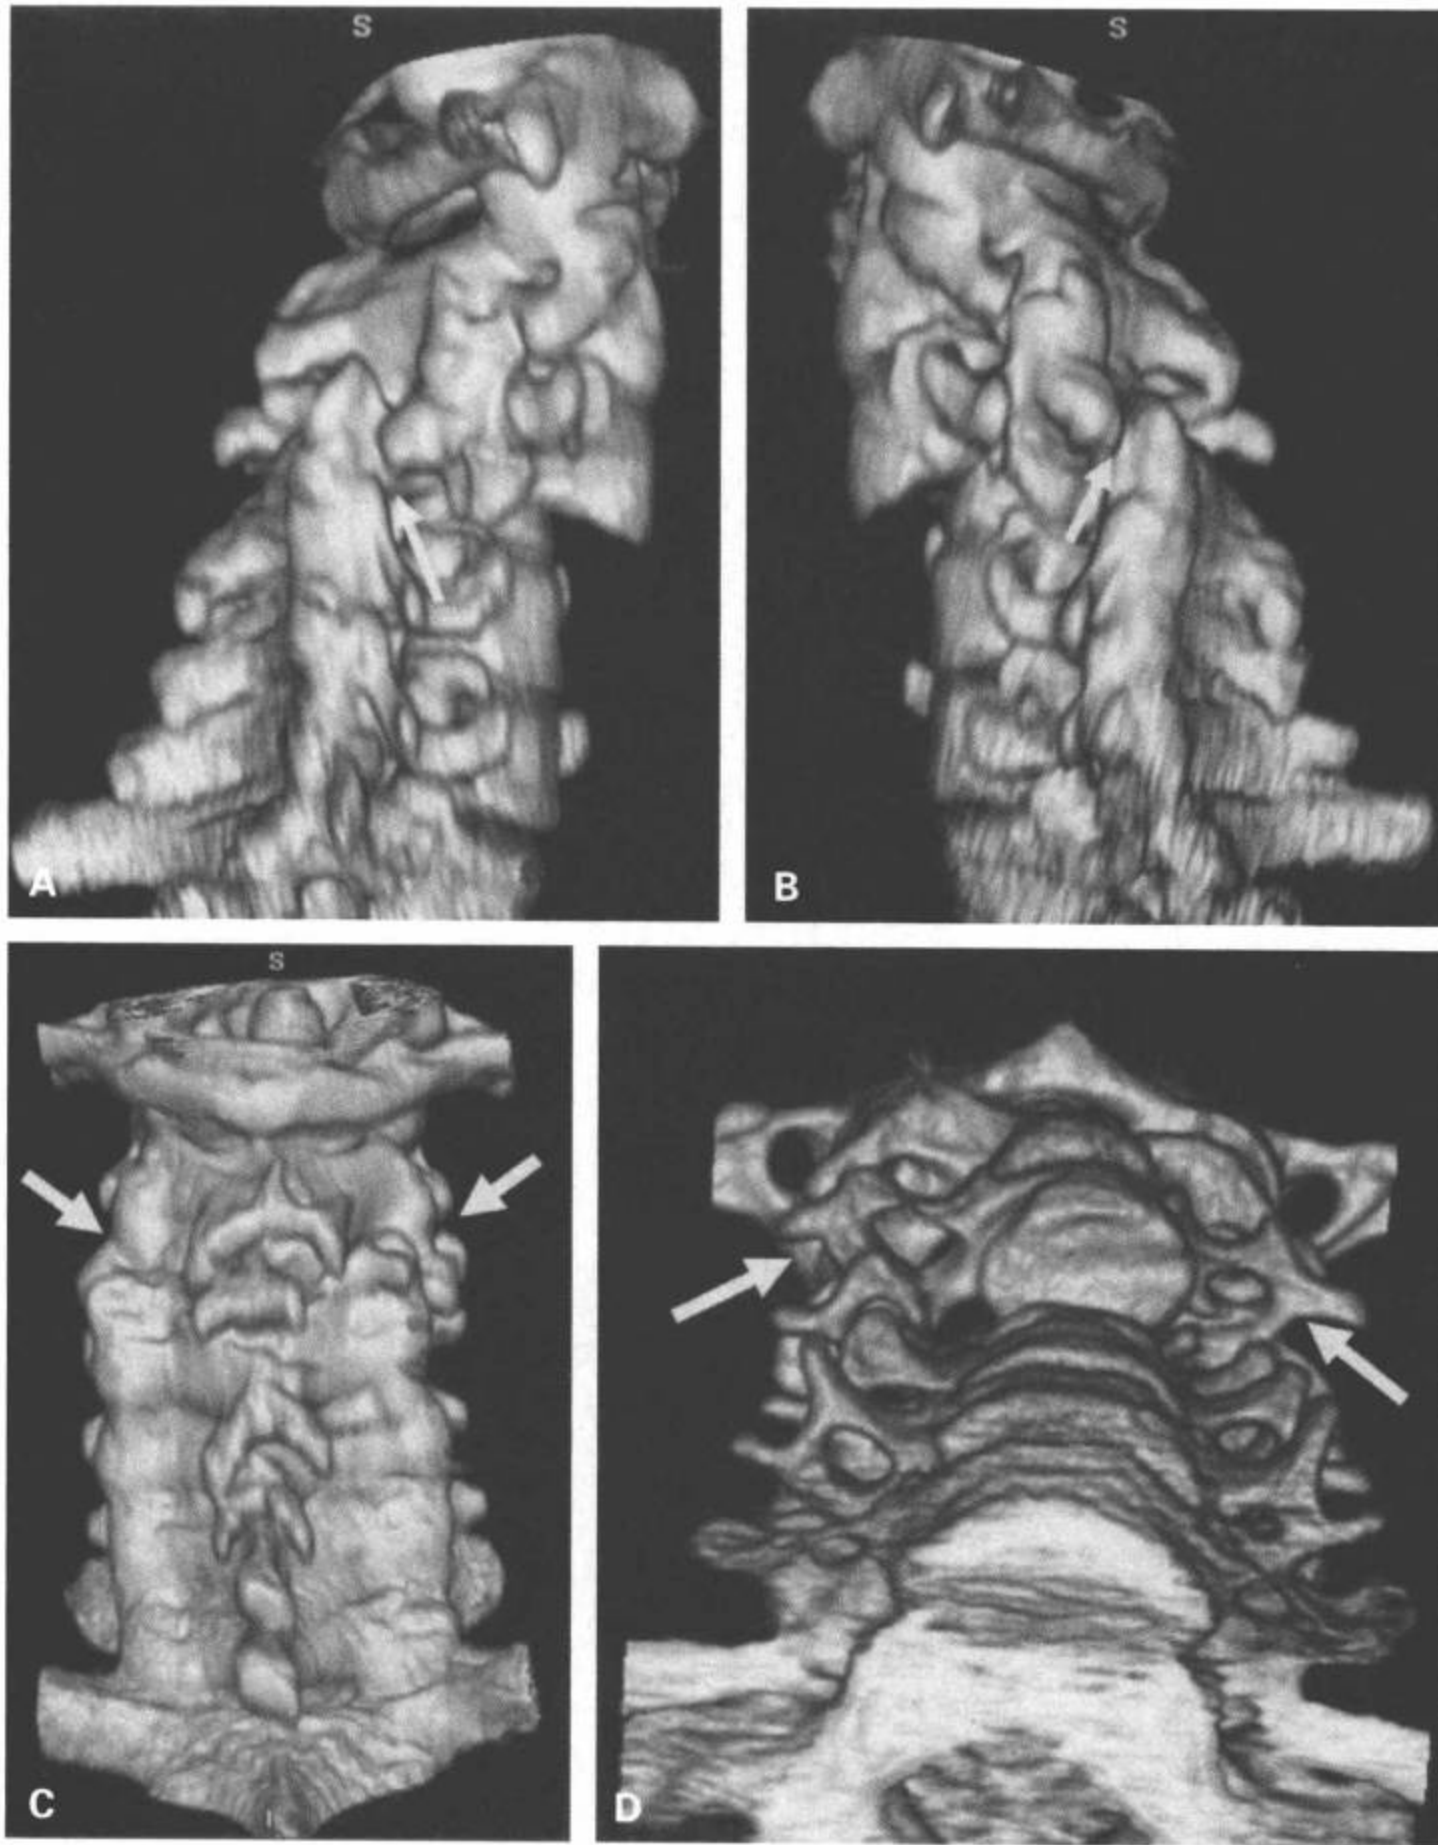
双侧椎小关节脱位。CT 3D 重组容积再现右侧 (A)、左侧 (B)、后 (C) 和前下 (D) 观图像从不同的角度显示双侧 C3/C4 椎小关节脱位 (A, B 和 C 中箭)。前下观图像 (D) 显示 C3 向前移位 (箭)。
